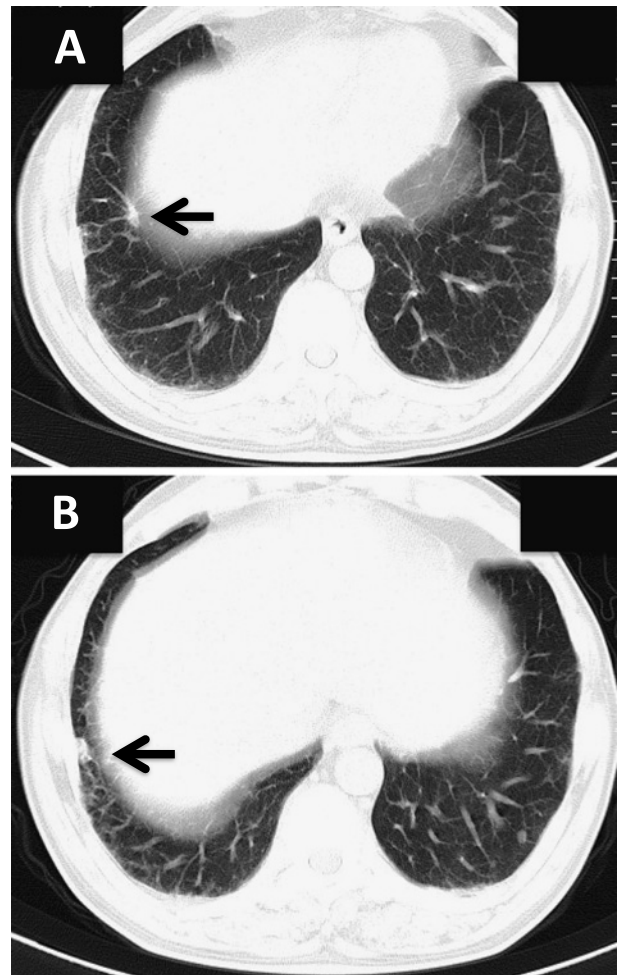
A. Chest computed tomography (CT) showed a 12-mm nodule in the right S⁸. B. CT showed a 10-mm nodule in the same segment, just beneath the pleura.
